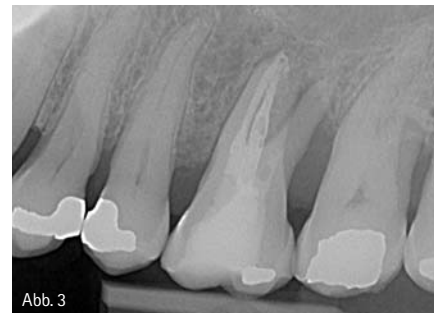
bis 3: Röntgenbilder 1 bis 3. – Abb. 4 und 5: Röntgenbilder 4 und 5.
